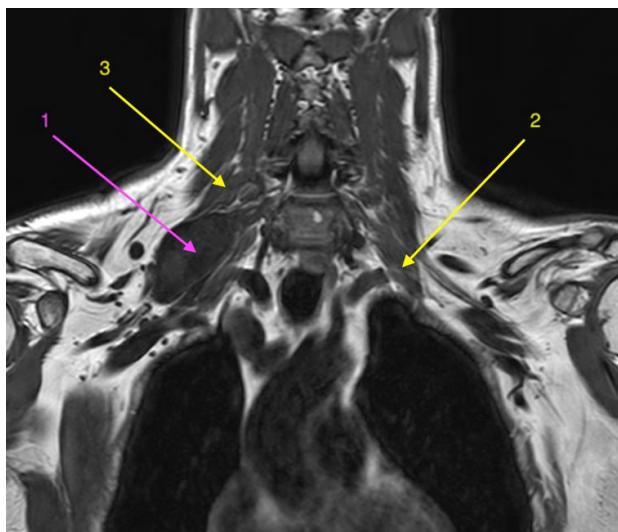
RM coronal en T1. 1. Schwannoma de plexo braquial derecho. 2. Músculo escaleno anterior izquierdo, para mostrar su ubicación relativa al plexo braquial ipsilateral, dado que en el lado derecho no se identifica claramente. 3. Músculo escaleno medio derecho.
